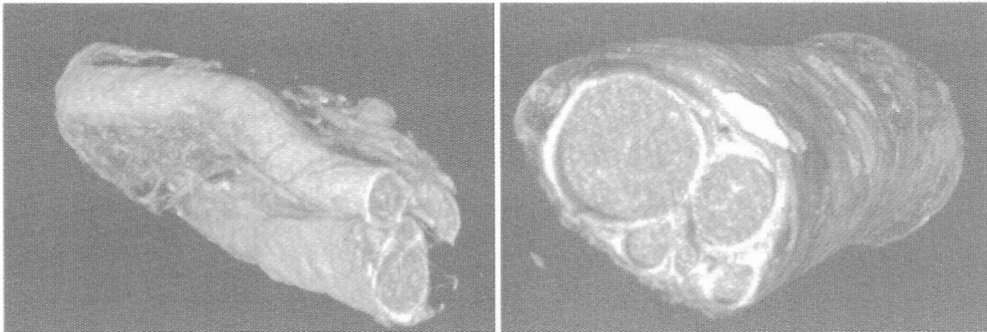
Exemple de imagini de tomografie micro-computerizată ce descriu anatomia unui nerv sciatic de șobolan (diametru mediu 2 mm); se observă ramurile nervului, cu diametre diferite.
